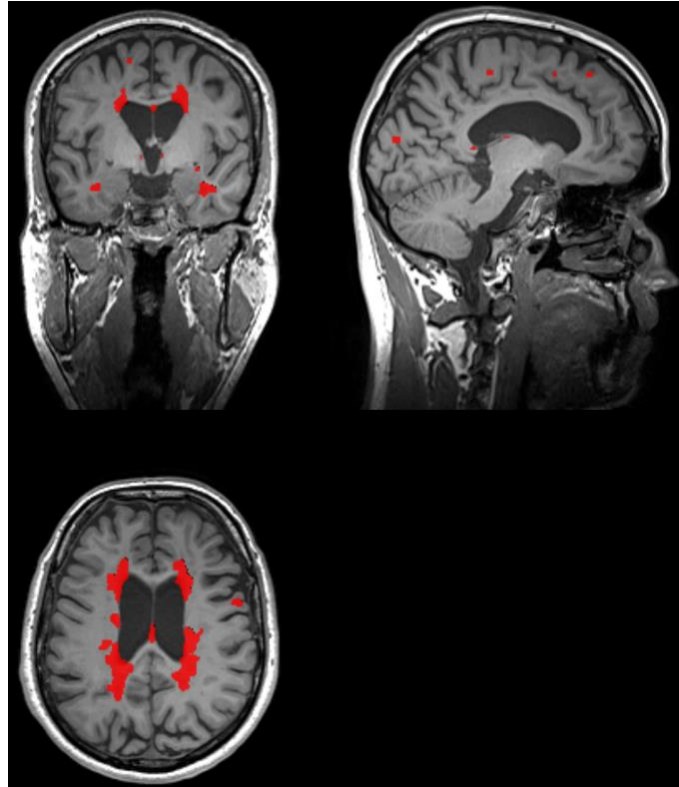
T2-FLAIR Messung beim MS Patienten
